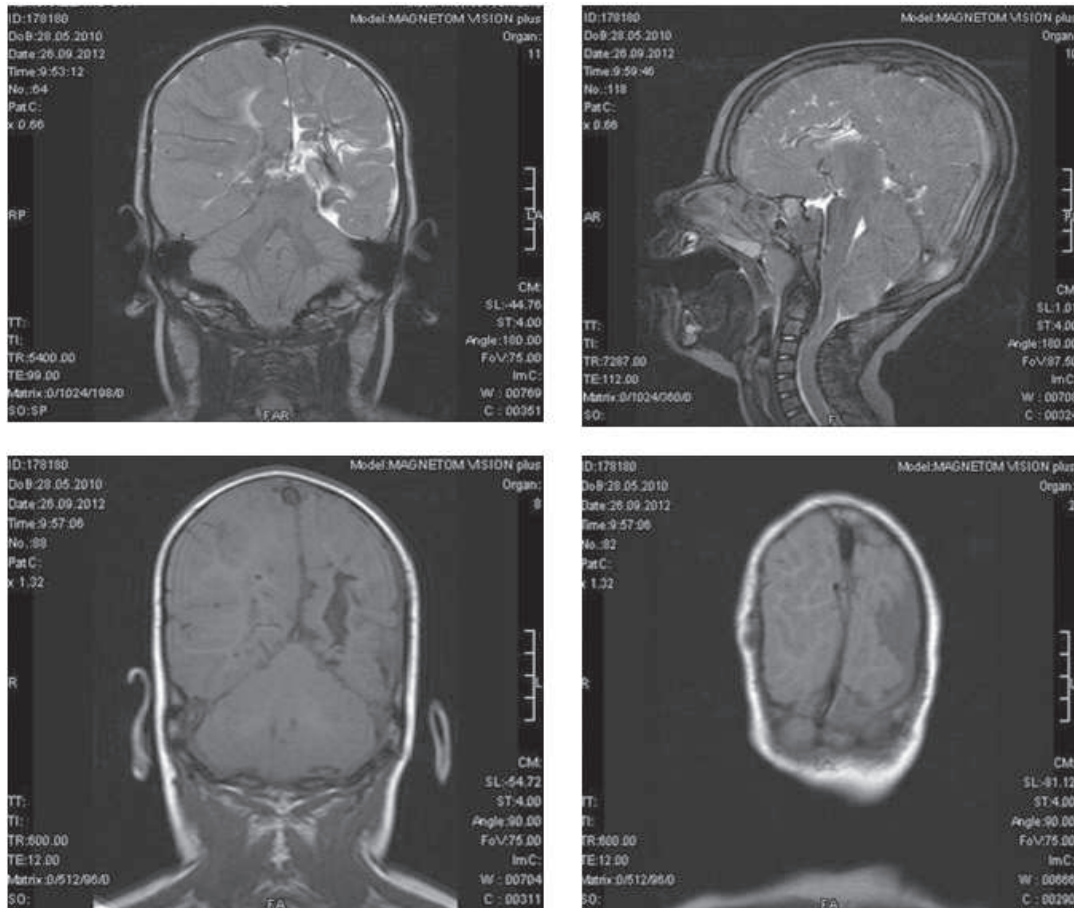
МР-томограммы пациента с мальформацией Арнольда-Киари 1 типа и агенезией мозолистого тела.
